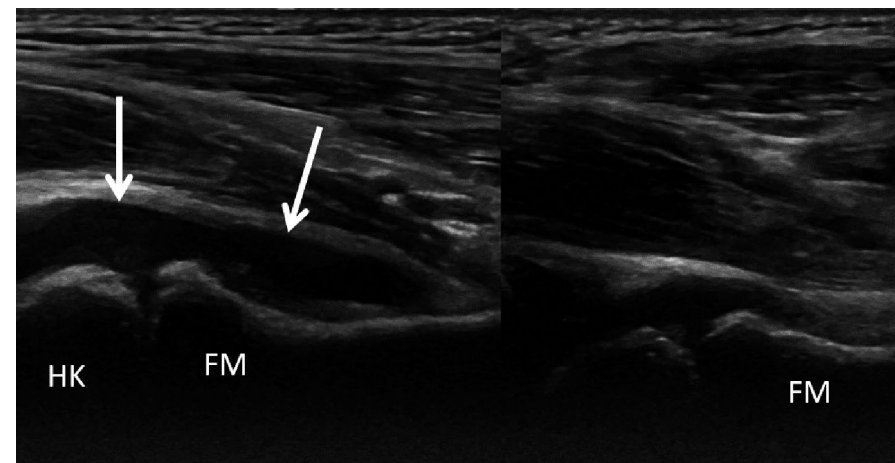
Rhume de hanche: Echographie de la hanche droite (gauche) par comparaison avec la hanche gauche chez un garçonnet droitier de trois ans, qui boîtie, sans fièvre ni douleur. Le déplacement de la capsule articulaire à droite (flèches) apparaît comme une zone anéchogène. HK : tête fémorale, FM : métaphyse fémorale. L'épiphyse proximale de la tête fémorale a une position symétrique et un contour régulier; une épiphysiolyse ou une nécrose avasculaire ne peut être exclue par l'échographie. Un épanchement articulaire complètement anéchogène est un signe typique de synovite réactive mais ne peut exclure une arthrite septique.
